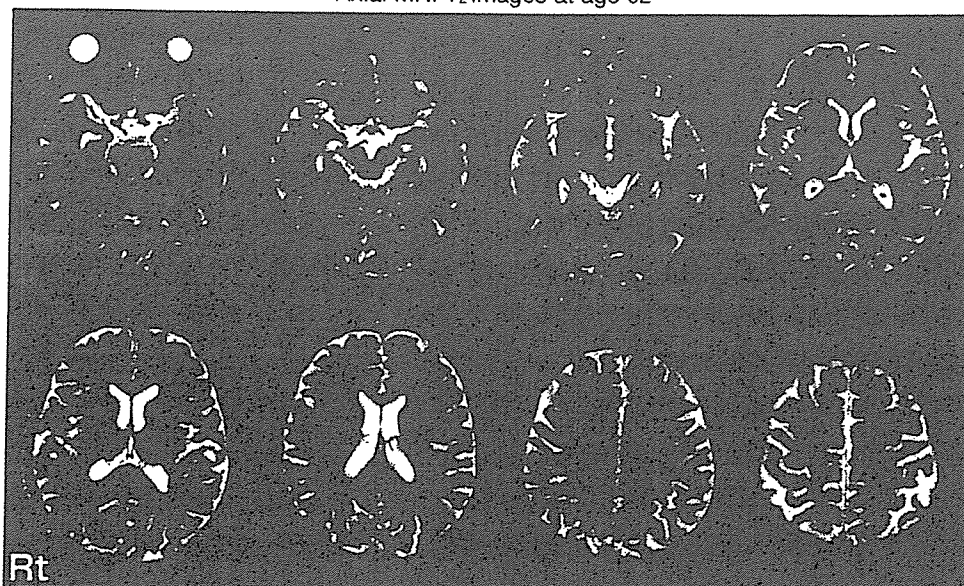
症例1の画像所見：MRI T₂強調画像水平断
